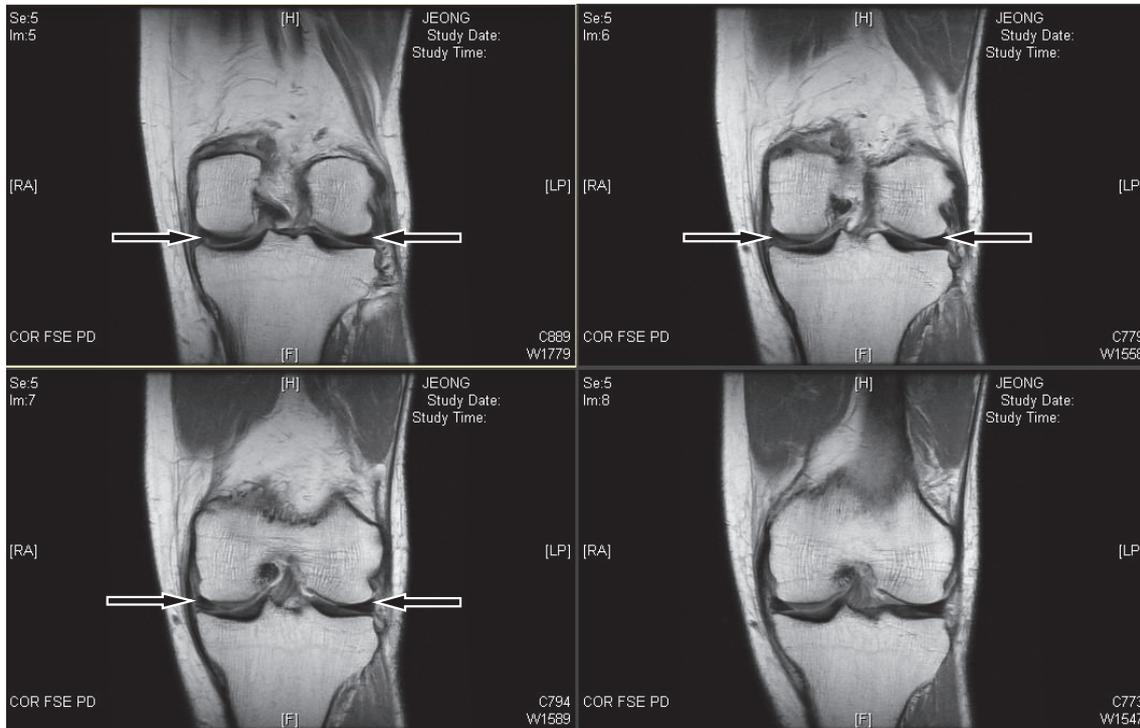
Left knee MRI of case 3
